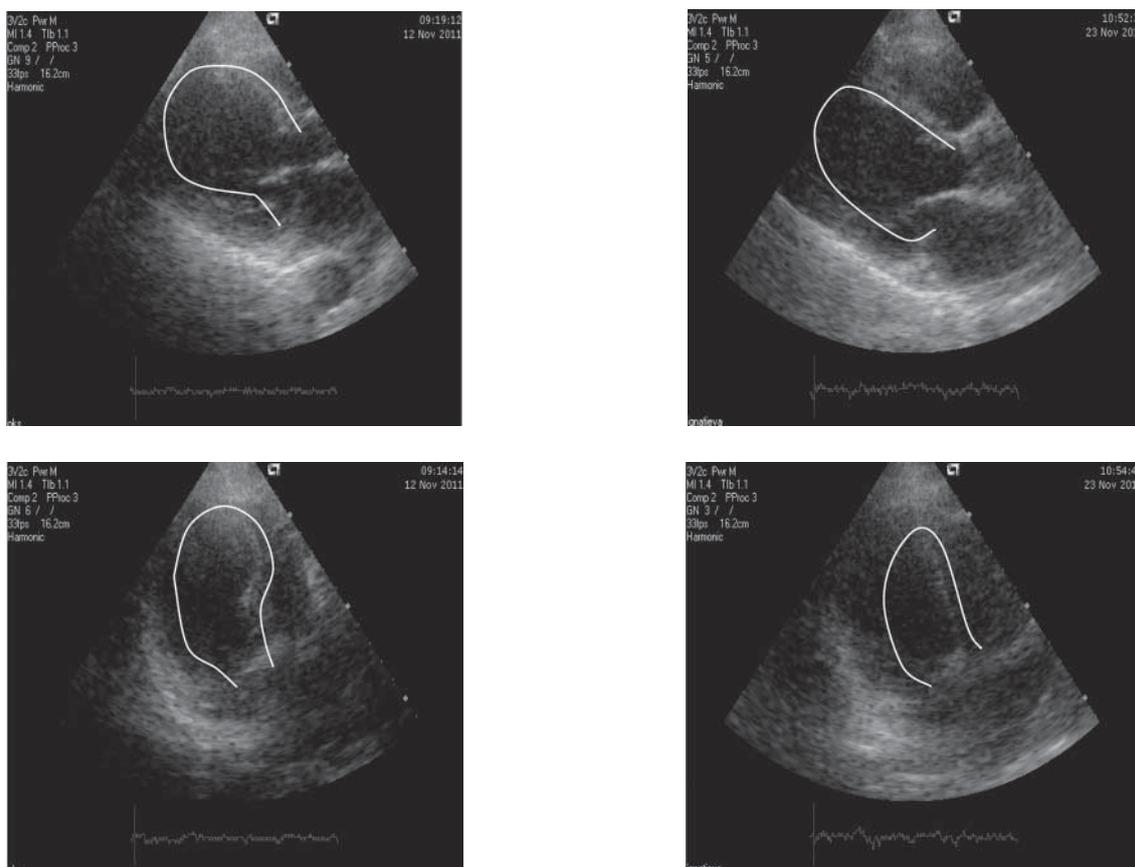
Динамика данных эхокардиографии с 12.11.2011 по 23.11.2012 гг. (слева-направо) – исчезновение феномена «баллонирования» миокарда ЛЖ в систолу (указаны продольное парастеральное (сверху) и 4-камерное сечение (снизу))
